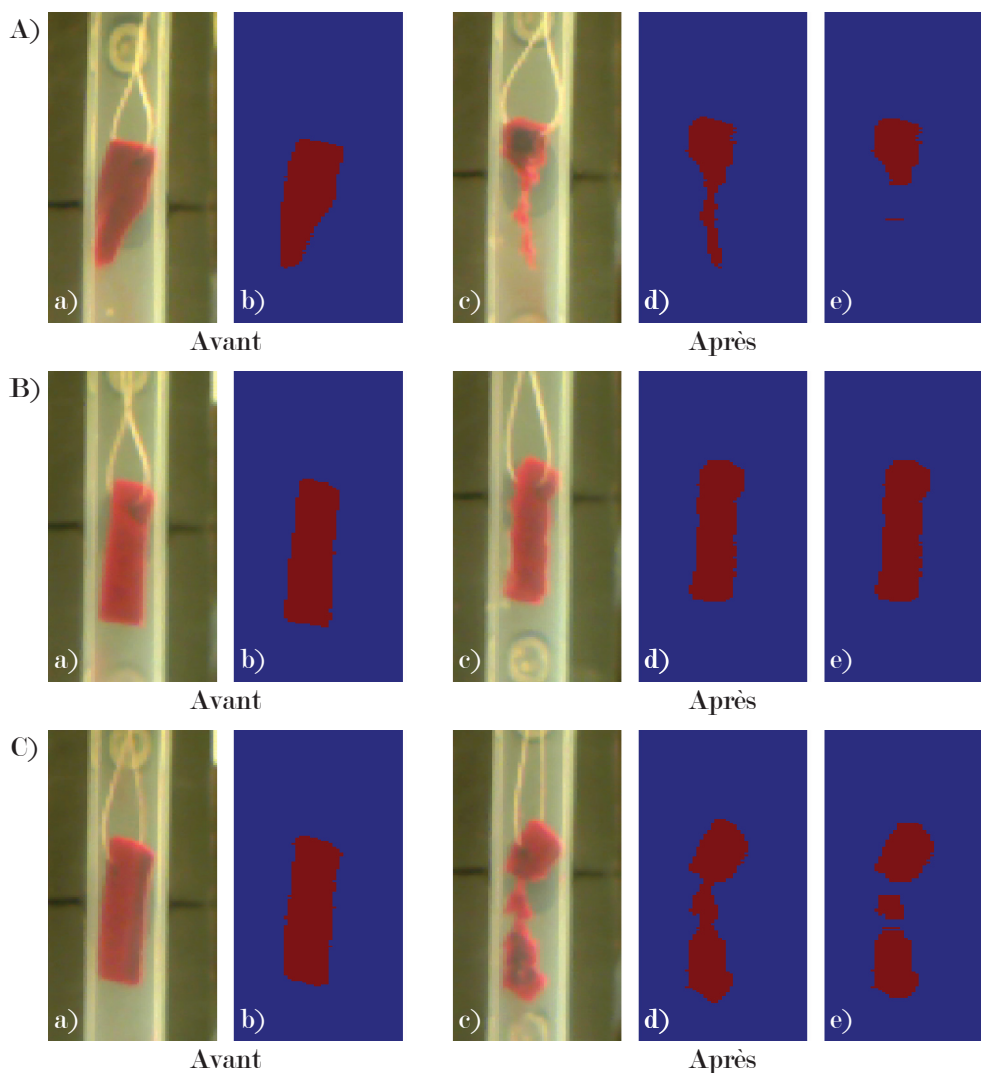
Exemples A) d'un caillot qui a été détruit avec formation d'un filament de fibrine, B) d'un caillot qui n'a pas été détruit et C) d'un caillot qui a partiellement été détruit avec formation d'un filament de fibrine. Photos de ces caillots a) avant le tir ultrasonore et c) après le tir ultrasonore. Images binarisées de ces caillots b) avant le tir ultrasonore et d) et e) après le tir ultrasonore pour deux critères d'efficacité du tir.
